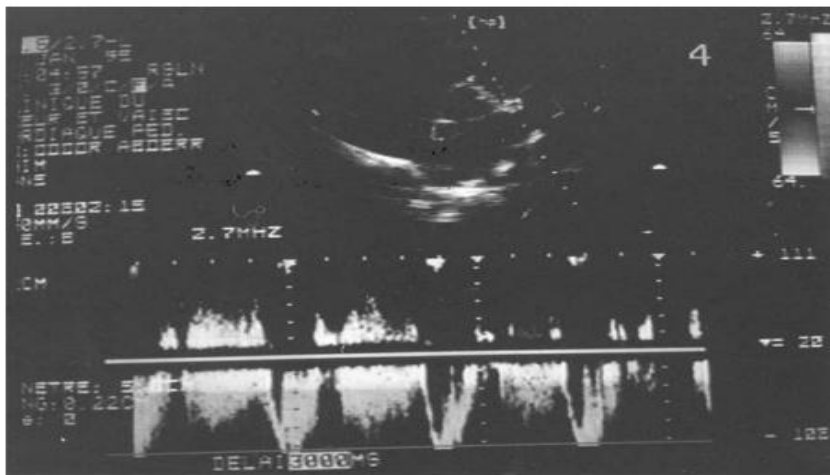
Doppler pulsé objectivant un flux diastolique au niveau de l'artère pulmonaire.
